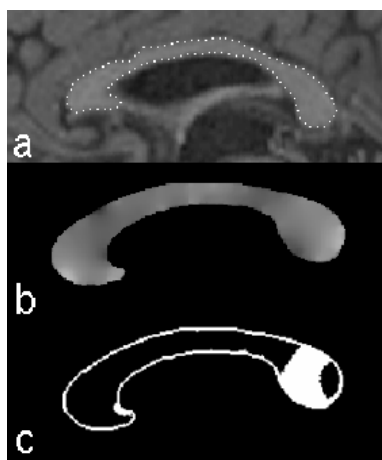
Zweidimensionale Analyse der Corpus callosum Form aus (DAVATZIKOS *et al.*, 1996). Im oberen Bild (a) ist der Midsagittalschnitt eines einzelnen anatomischen MRT-Bildes dargestellt. Der Corpus callosum Umriss ist mit einzelnen Landmarks nachgebildet. Aus den Deformationen, die zum Angleich dieses Bildes an ein Template notwendig waren, wurde die Jacobische Determinante berechnet, die im mittleren Bild (b) sichtbar ist. Helle Bildbereiche deuten auf eine Volumenvergrößerung gegenüber dem Template hin, dunkle Bereiche sind volumenvermindert. Das untere Bild (c) zeigt das Ergebnis des Corpus callosum Vergleichs von jeweils 8 Frauen und Männern. Gekennzeichnet sind die Areale, die bei Frauen ein größeres mittleres Volumen aufweisen
